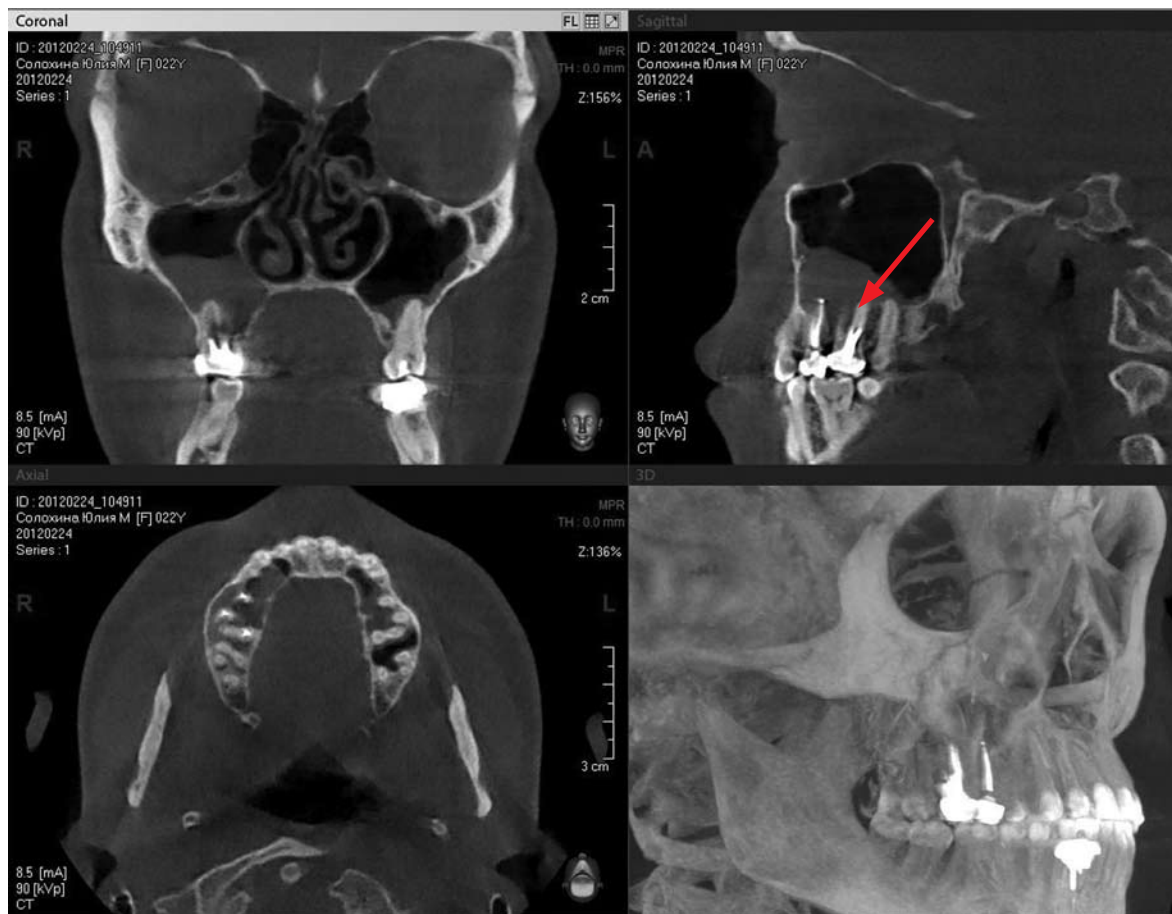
Конусно-лучевая томография двух челюстей в окклюзии, включая ВНЧС и гайморовы пазухи. В области 15-16 зубов отмечается снижение плотности костной ткани верхней челюсти, над корнями зубов отмечается полиповидное разрастание слизистой оболочки. Фронтальная, сагиттальная и аксиальная реконструкции, режим максимально интенсивных проекций
